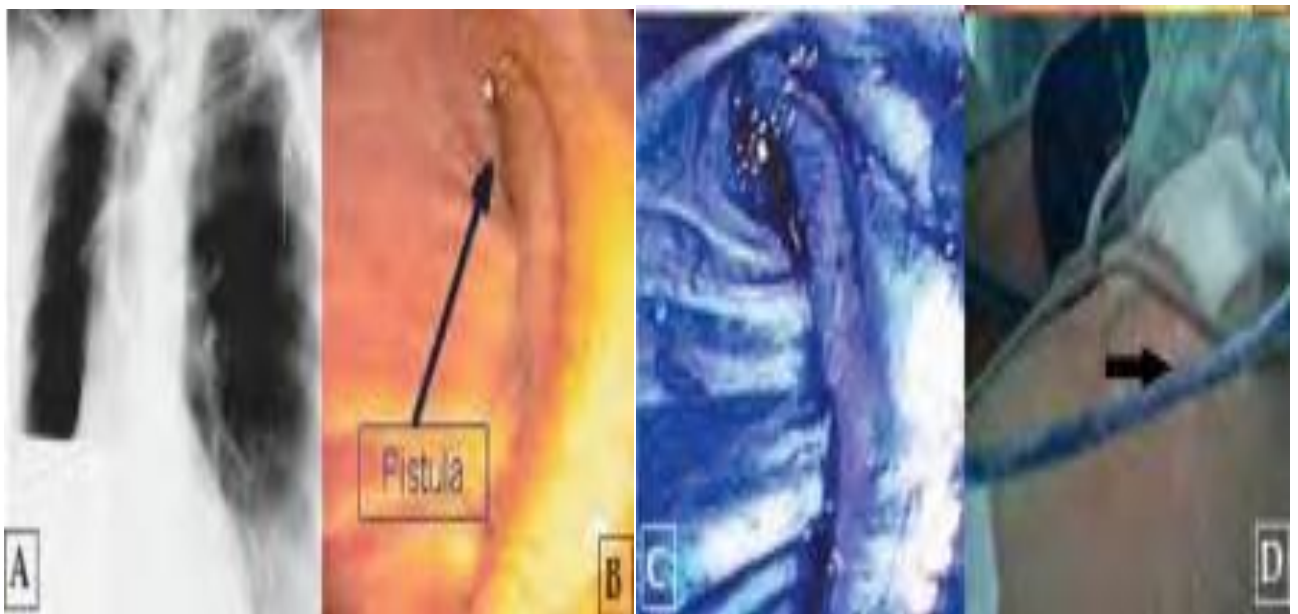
Fistule bronchopleurale postpneumonectomie: (A) radiographie du thorax après pneumonectomie droite ; (B) fibroscopie bronchique mettant en évidence une fistule du moignon bronchique droit (C) injection de bleu de méthylène dans l'orifice suspect (D) teinte en bleu du liquide de la cavité de pneumonectomie extériorisé par le drain [71].
